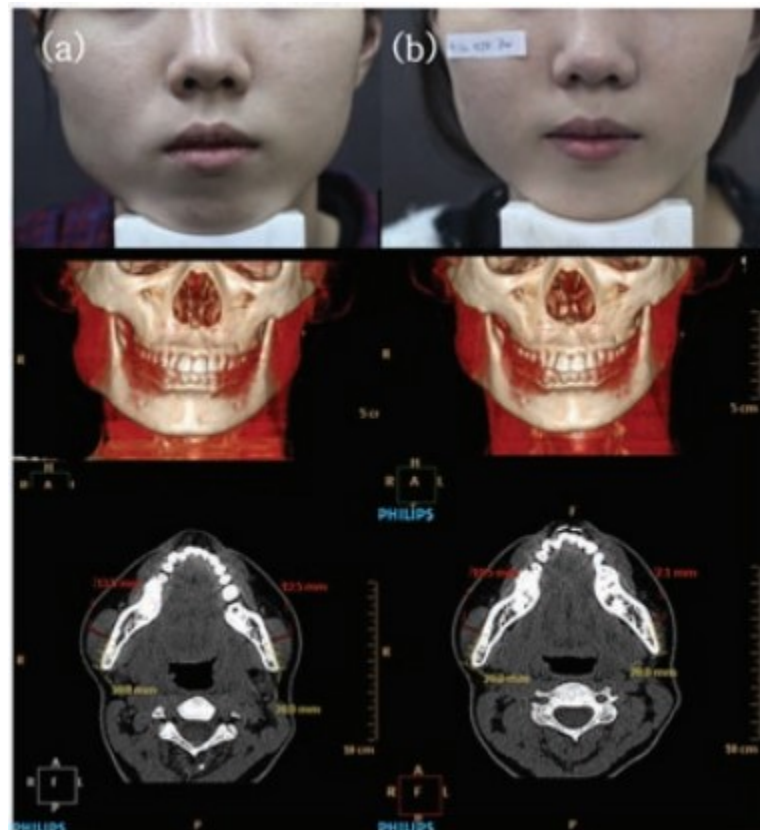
Hipertrofia assimétrica antes e após 2 meses de tratamento com injeção intramuscular de toxina botulínica por análise de TC. (a) Antes do tratamento, (b) após 2 meses de tratamento. Fonte: No et al. (2016).
